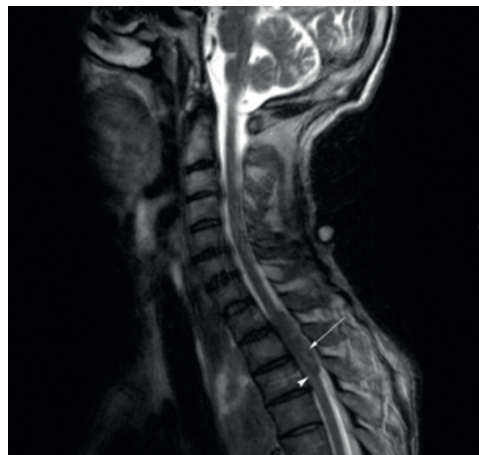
RMN da coluna dorsolombar: extensão da lesão pulmonar ao canal raquidiano
